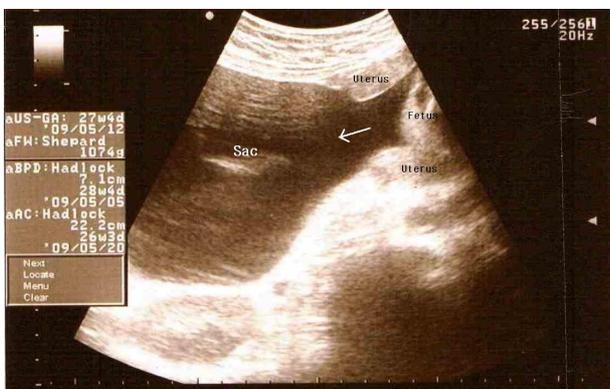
Sonographic finding is large cystic bulging at right upper aspect in uterus.
